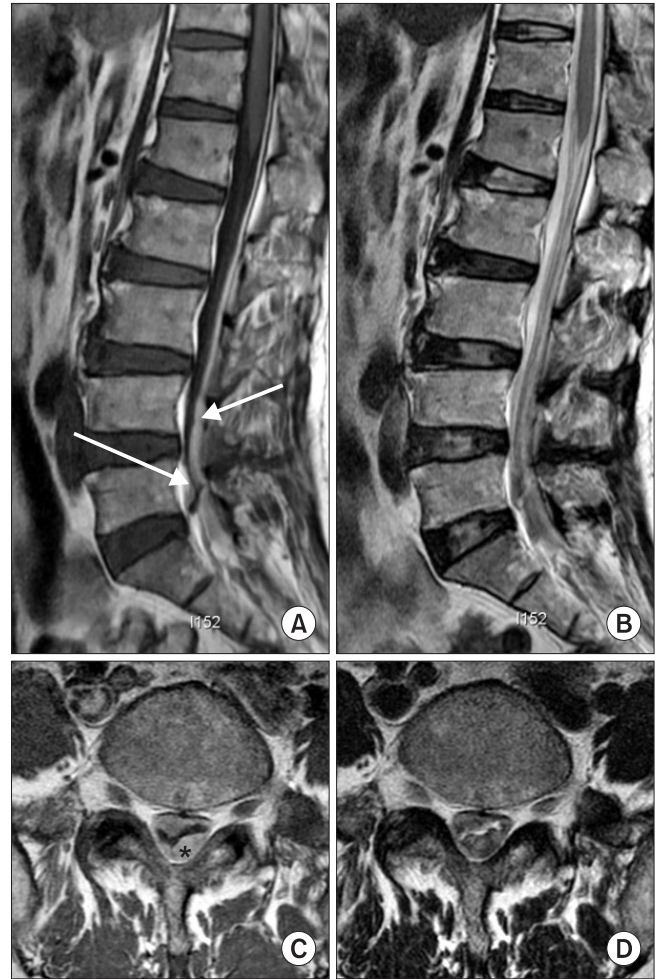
(A) T1 weight image sagittal magnetic resonance image (MRI) demonstrating a hyperintense signal (B) T2 weight image sagittal MRI demonstrating an intermediate to low signal from L1 to S2 level suggestive of a subdural hematoma causing thecal sac compression (arrows). Axial (C) T1 and (D) T2-weighted MRI showing signal intensity, correlating with an early subacute subdural hematoma at the anterior and posterior location of the spinal canal (asterisk points: 'inverted Mercedes sign').
